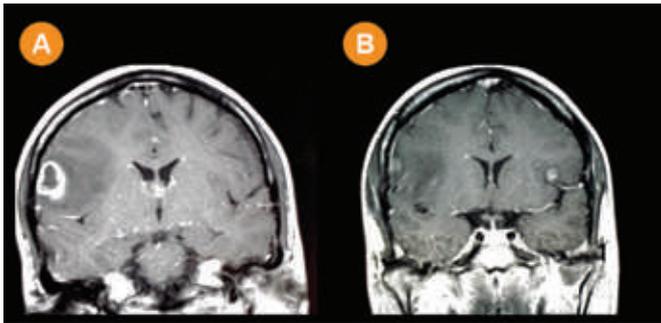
RM - Cortes coronais ,pós-contraste, ponderada em T1 : Em A : a lesão maior peri-silviana direita. Em B: lesão perissilviana esquerda.
